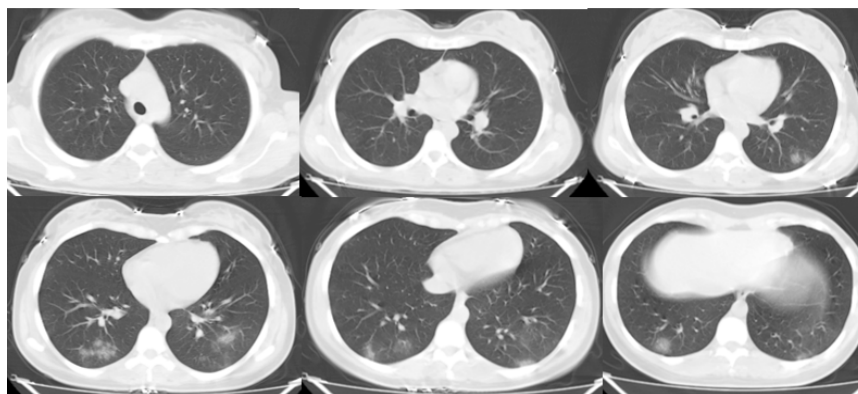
Patched ground-glass infiltrates in bilateral lower lobes in thorax CT
